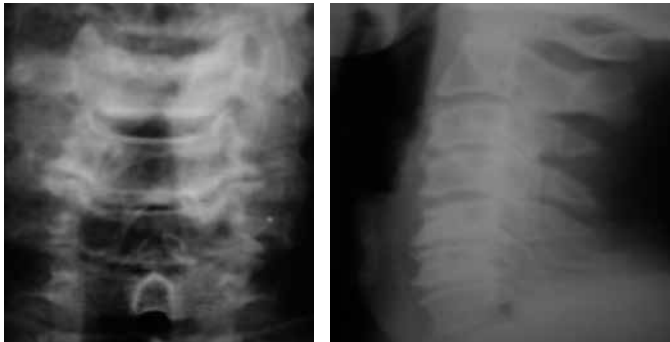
Radiografia da coluna cervical em antero-posterior evidenciando uncoartrose com diminuição dos espaços discais; e em perfil mostrando osteófitos anteriores e posteriores de C4 a C7, maiores entre C5 e C6 e com discopatia degenerativa C5 - C6, C6 - C7. Paciente apresenta índice de TORG 0,6.
